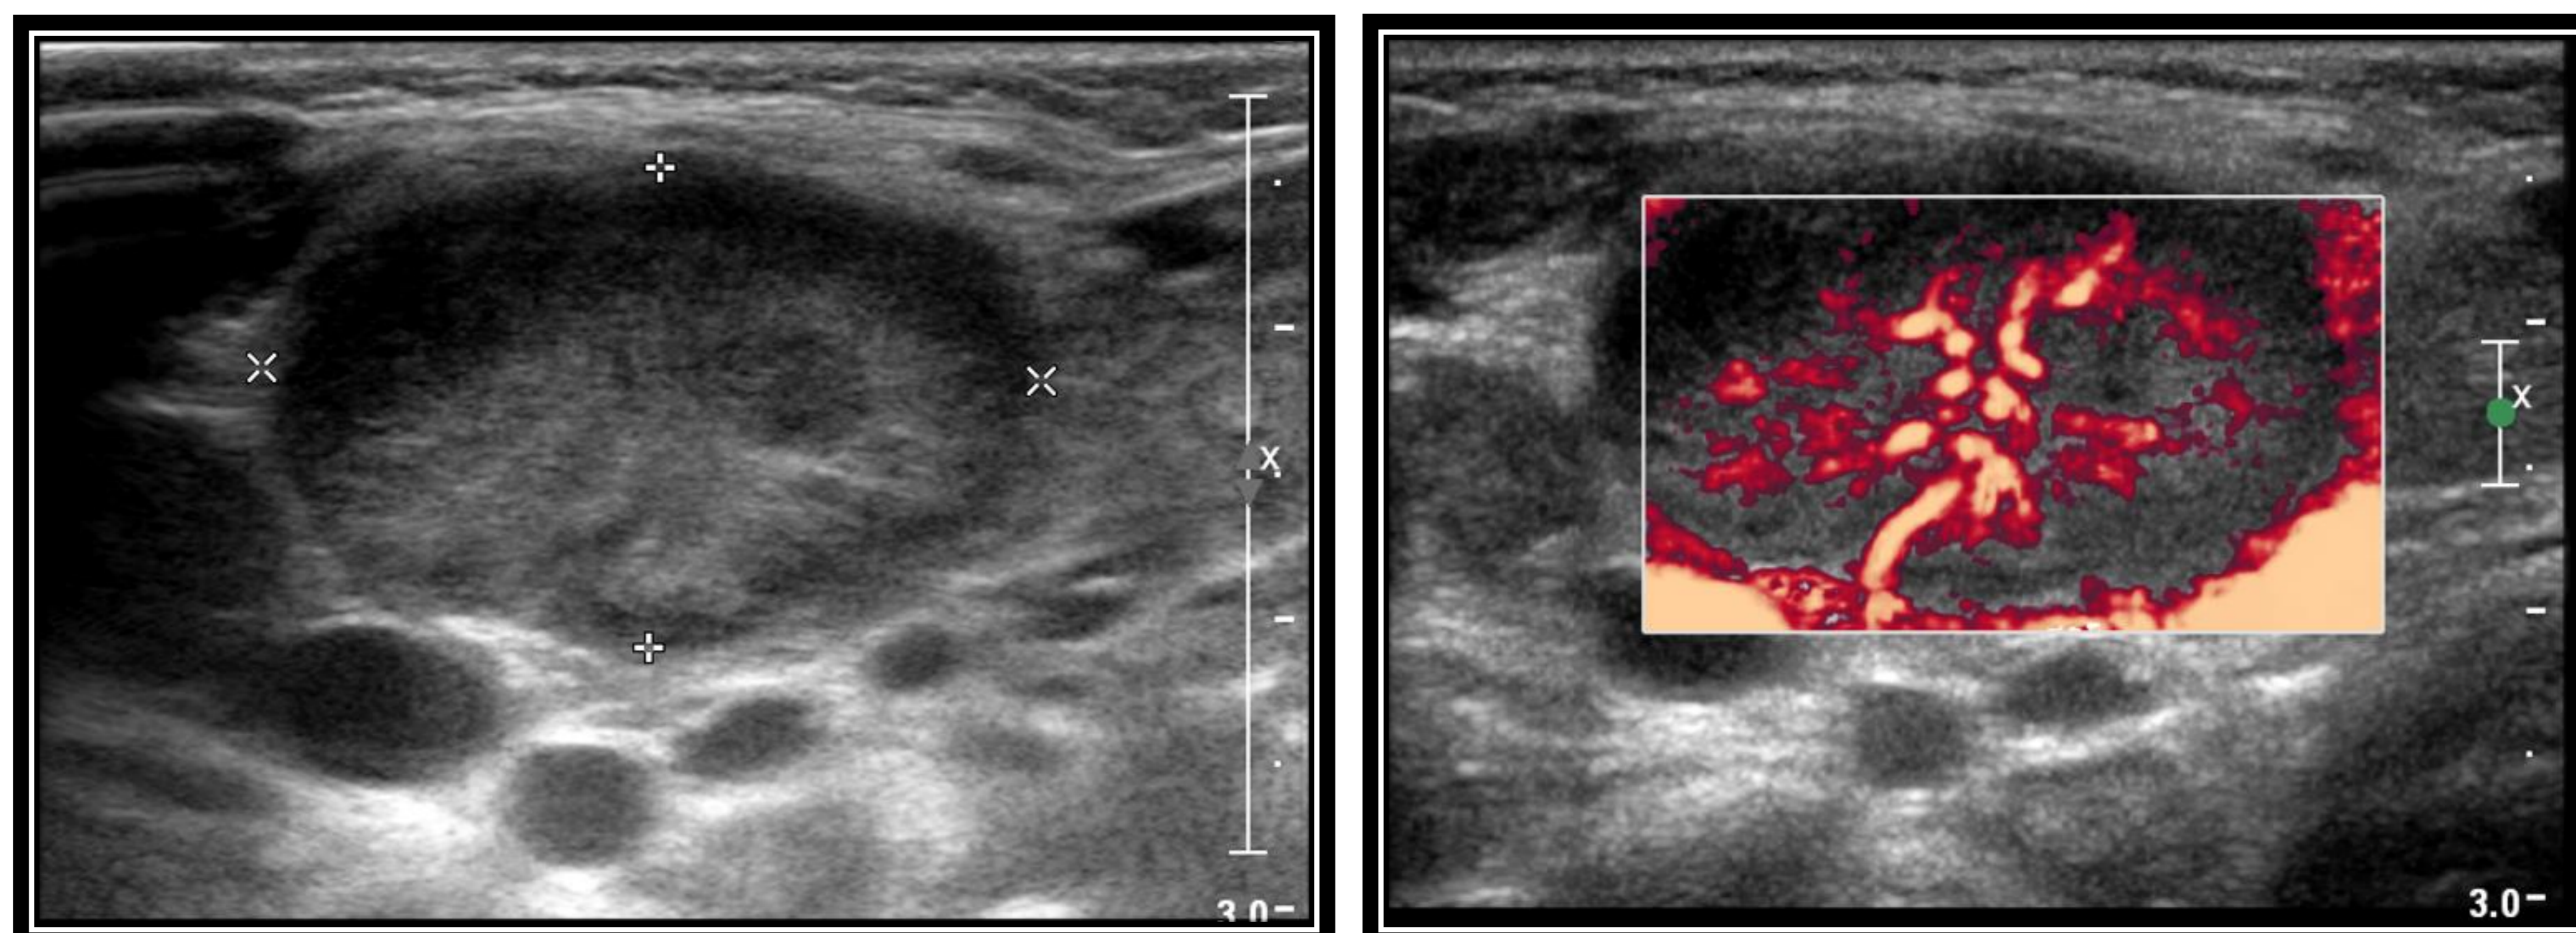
Ecografía de cuello. Ganglio cervical de morfología ovalada aumentado de tamaño con cambios inflamatorios locales y vascularización aumentada de distribución central en modo Doppler color, atribuible a adenitis cervical.
